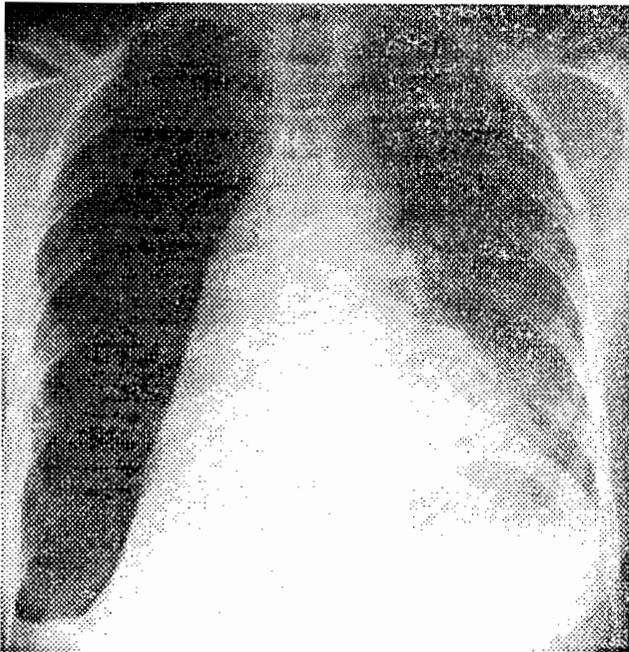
Pyopneumothorax chronique (obsv n° 3); aspect radiographique caractéristique.
